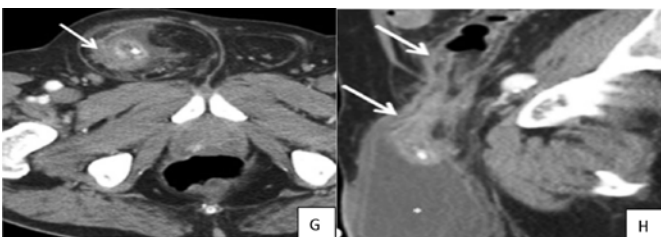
Tomografía computarizada. G - Corte axial, H - Corte sagital. Hernia de Amyand Tipo 4. Apéndice agudo, asociado con colección escrotal (flecha mayor)³⁷.
